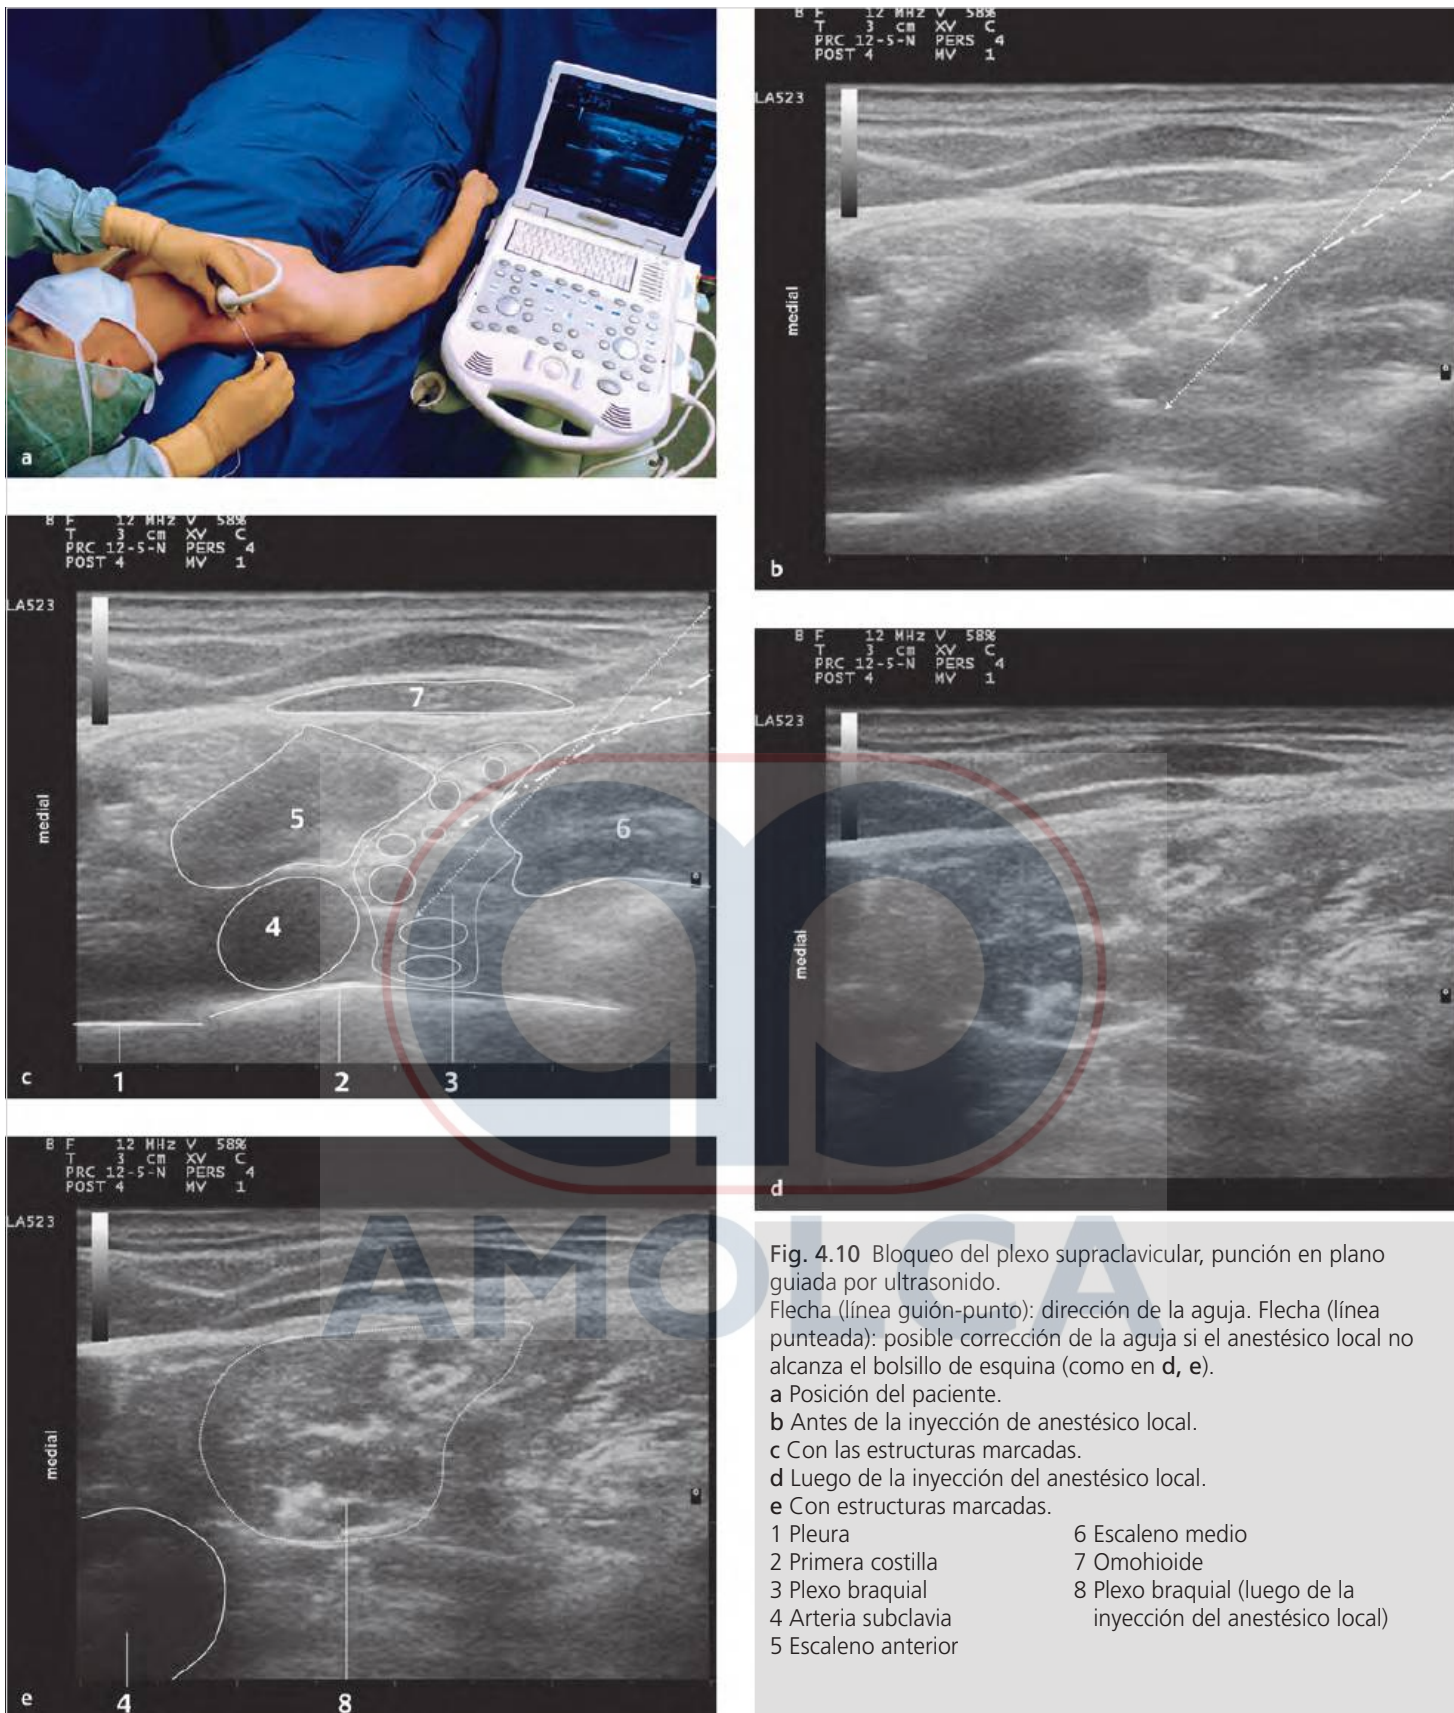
Bloqueo del plexo supraclavicular, punción en plano guiada por ultrasonido.
